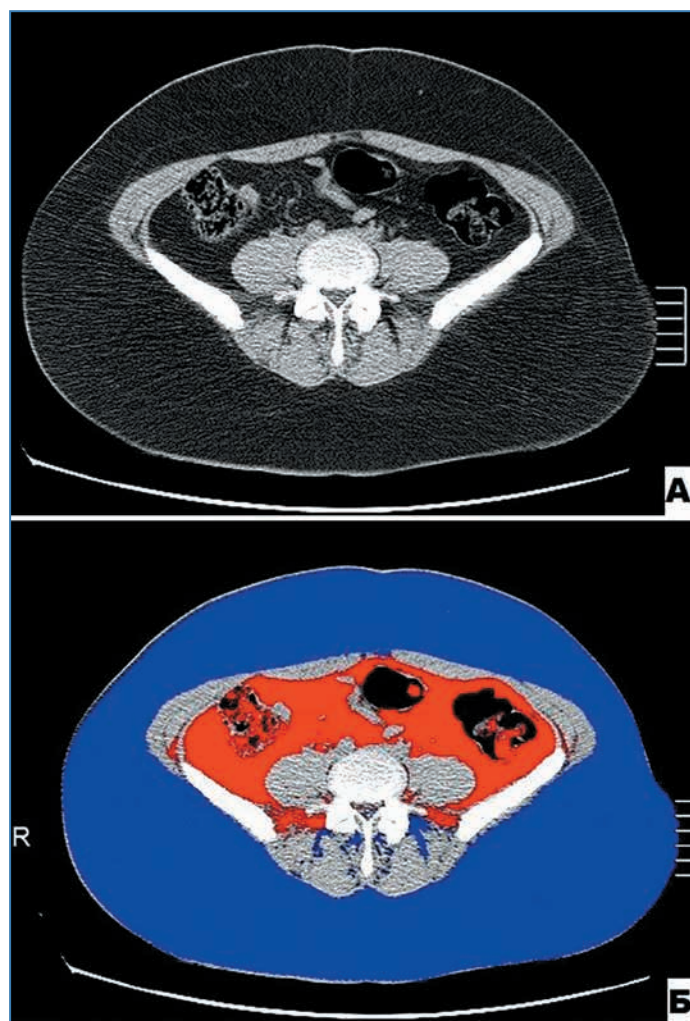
Компьютерные томограммы на уровне L4–L5: А – до, Б – после использования программы Fat measurement. Красным цветом выделена висцеральная жировая ткань (ВЖТ), синим – подкожная жировая ткань (ПЖТ)
